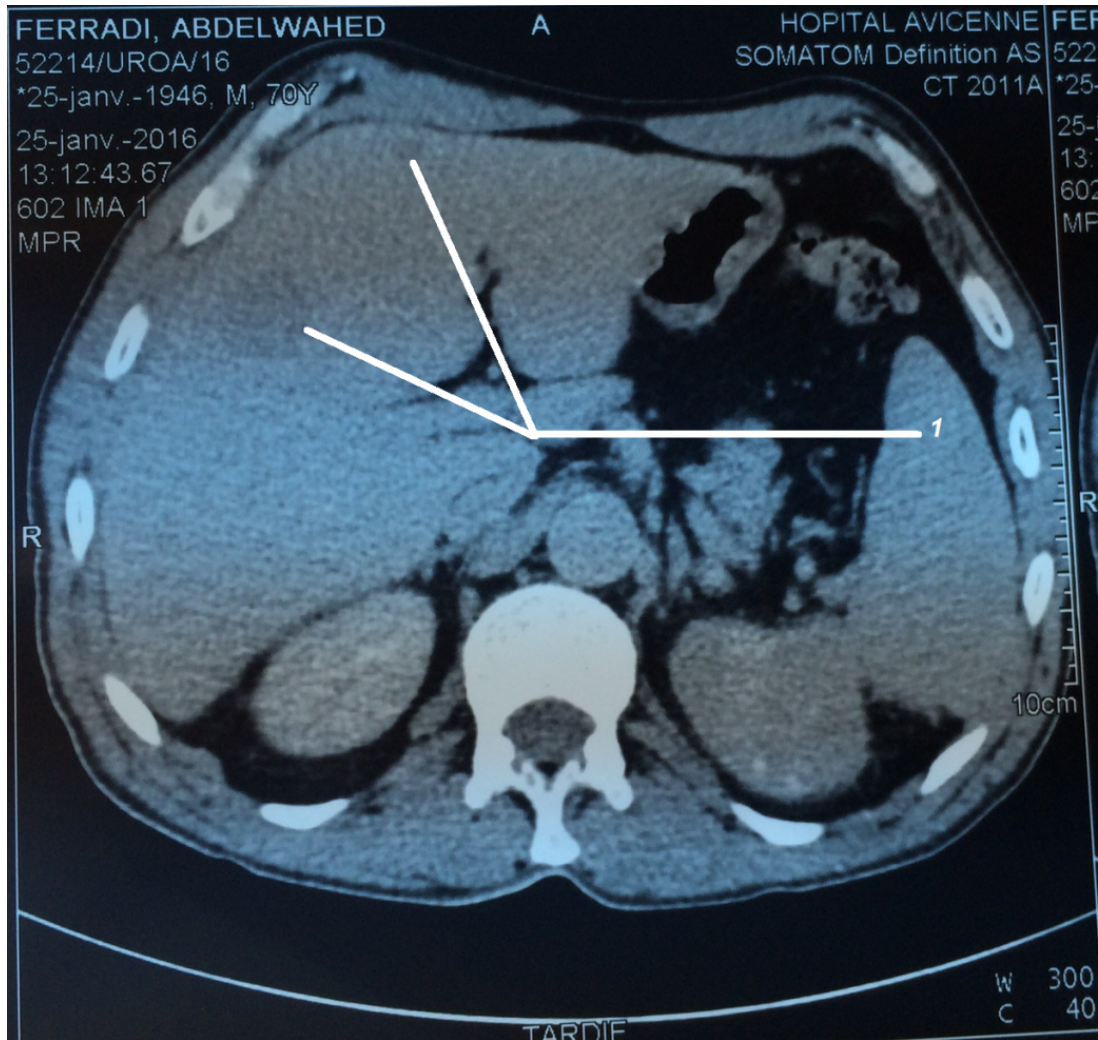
TDM abdominale, coupe transversale montrant 1.des nodules hépatiques hypodenses
